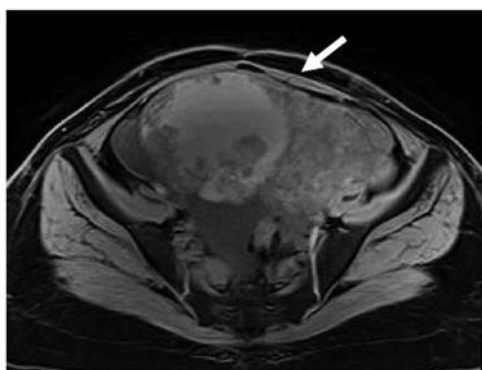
再手術前MRI T1造影水平断 初回手術前（図1）より増大した卵巣腫瘍（矢印）
